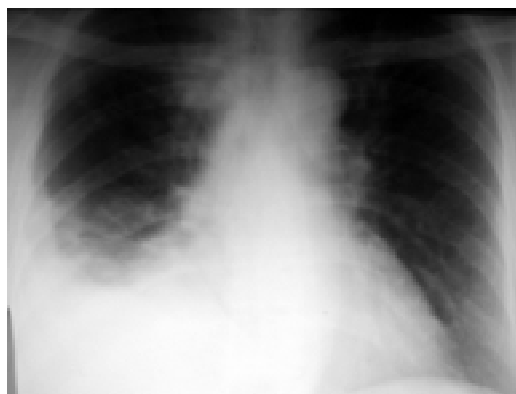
Рентгенограма грудної клітки хворої Б.
